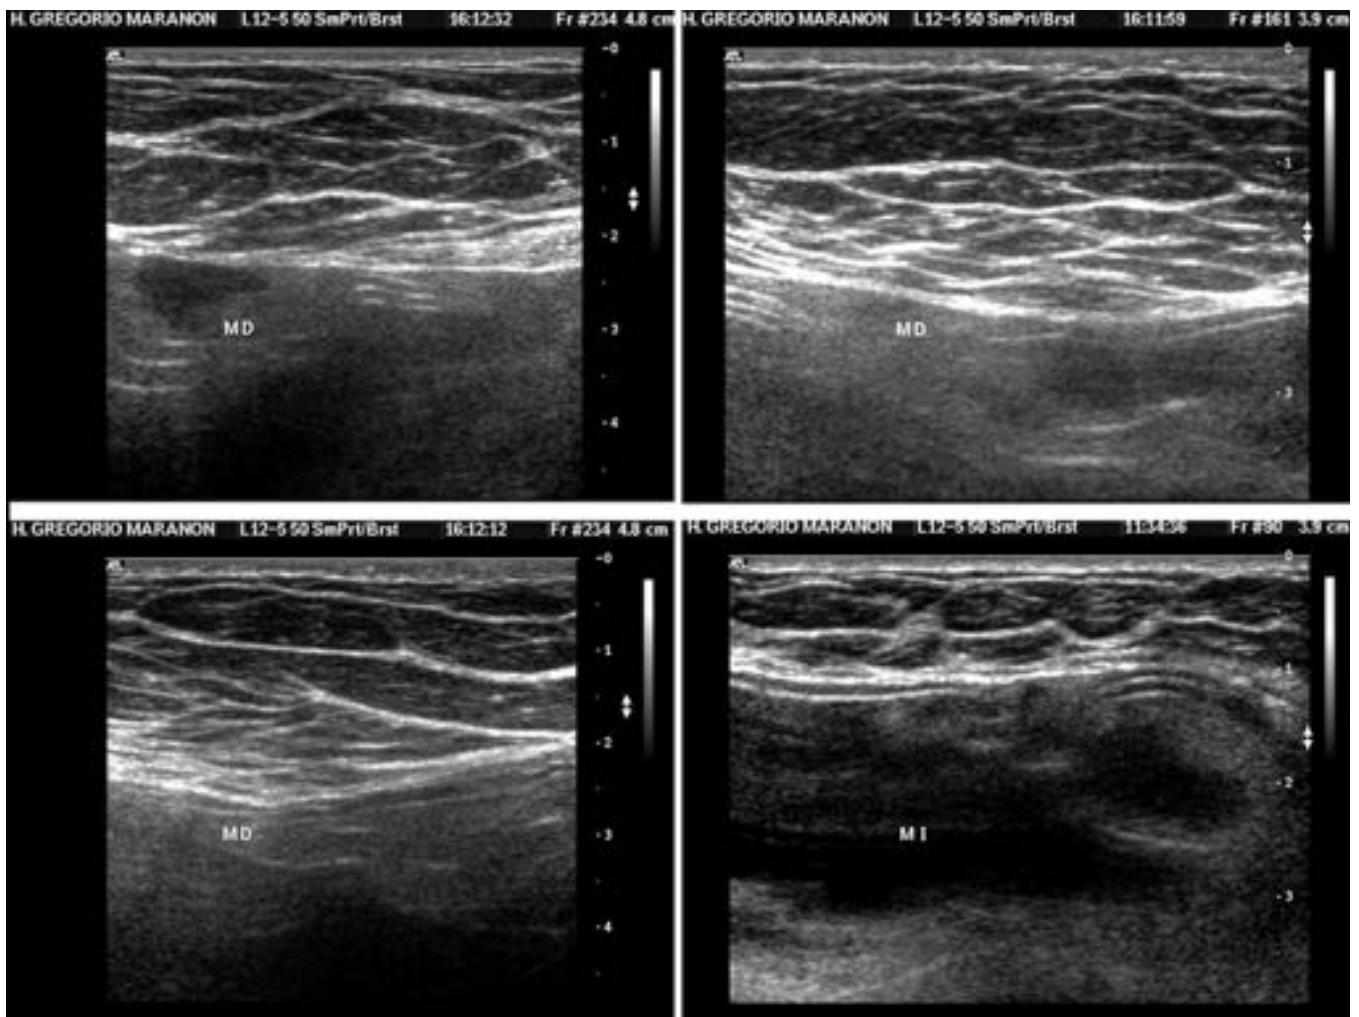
Signo de la escalera. Diversos cortes de un estudio ultrasonográfico de mama muestran líneas ecogénicas en el gel de silicona que corresponden a la cubierta protésica, plegada y discontinua, flotando en el mismo.
